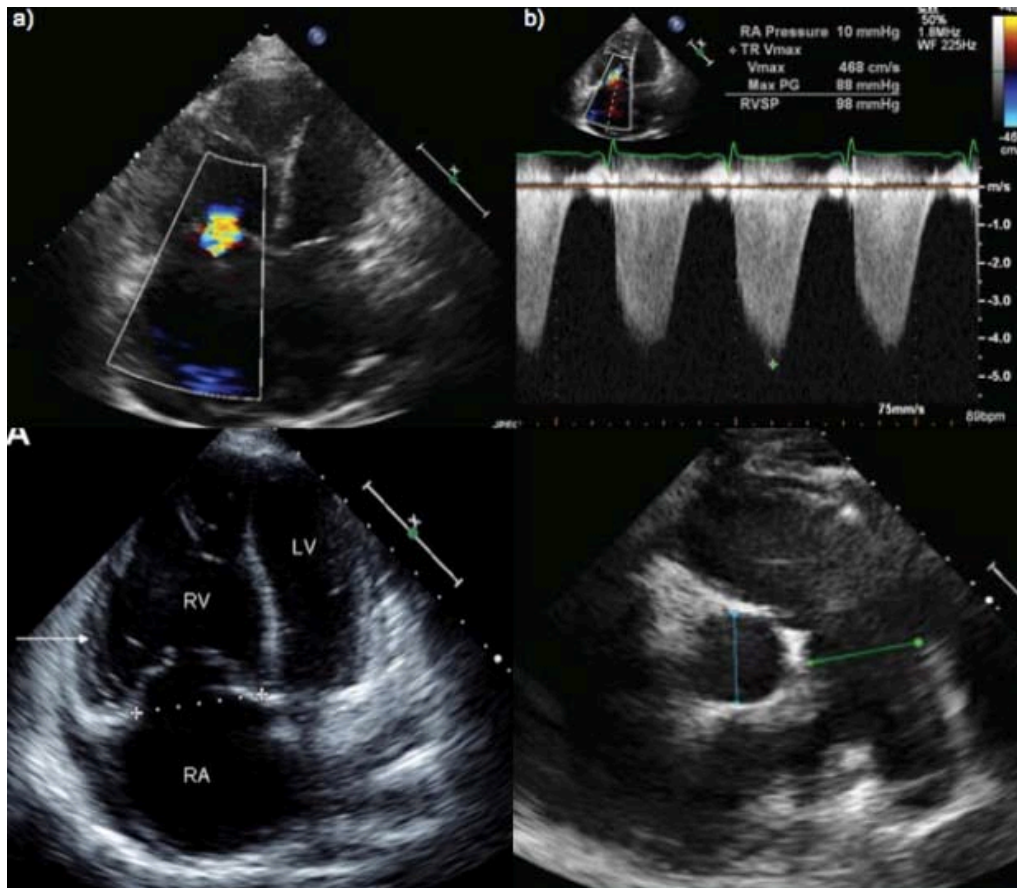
Imagen superior izquierda: Eco Doppler que muestra flujo turbulento debido a regurgitación tricuspídea. Imagen superior derecha: Estimación de la PSAP a partir de la VPRT. Imagen inferior izquierda: Proyección de cuatro cámaras con dilatación de aurícula derecha (RA) y ventrículo derecho (RV), hipertrofia de ventrículo derecho (flecha). Imagen inferior derecha: Dilatación de la arteria pulmonar principal.
